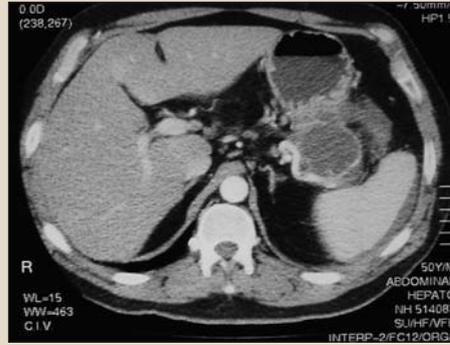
Tomografía computarizada abdominal en la que se identifica un pseudoquiste en cola de páncreas.
